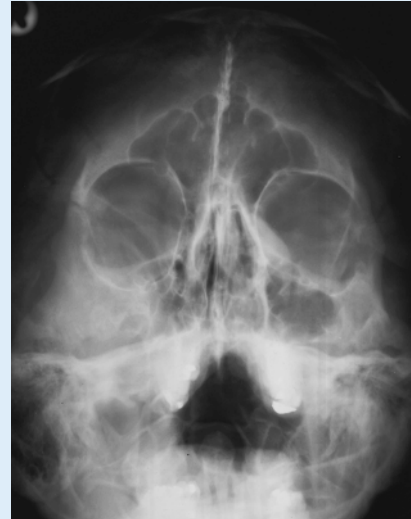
◀ Patient mit Gorlin-Goltz-Syndrom. Die Lamellen liegen sehr dicht beieinander. Die plurilamellare Verkalkungsstruktur ist vom Röntgenshatten des Nasenskelettes überlagert
